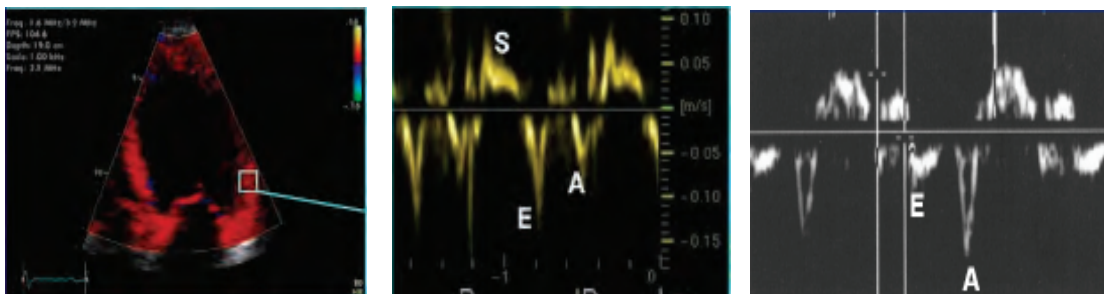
B Doppler Tisular
